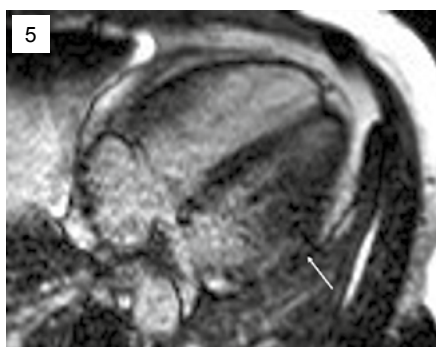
Пациент 1. МРТ сердца. Постконтрастные изображения (Inversion Recovery), участок субэпикардального контрастирования в миокарде базального нижнебокового сегмента левого желудочка (стрелки)
